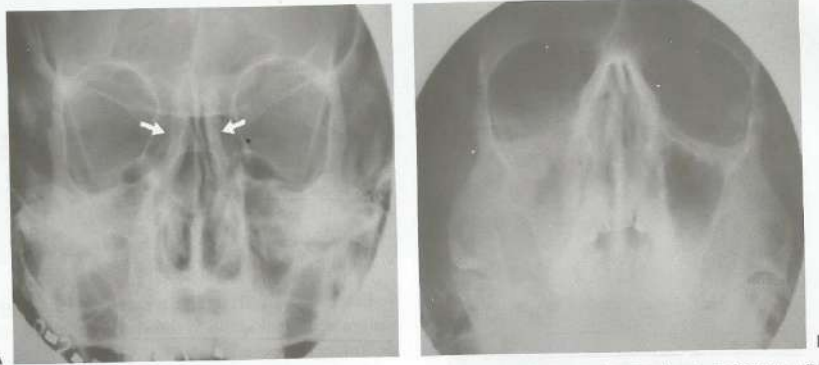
Radiografias dos seios da face em fronto-naso (A) e mento-naso (B) de um paciente com sinusite. As setas indicam as células etmoidais veladas.
